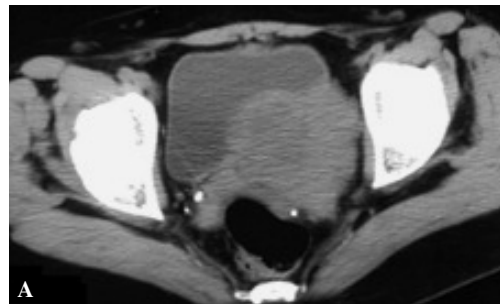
Cortes de TC a través de la pelvis. A) Sin contraste. B) Con contraste.
